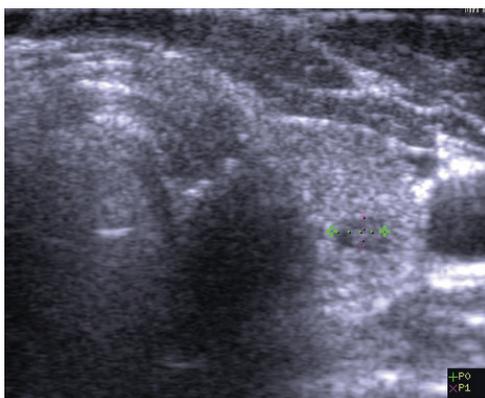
Пациент Б., 60 л., УЗИ (левая доля, продольная проекция). Мелкий дольковый узел 4,1x2,6 мм.
